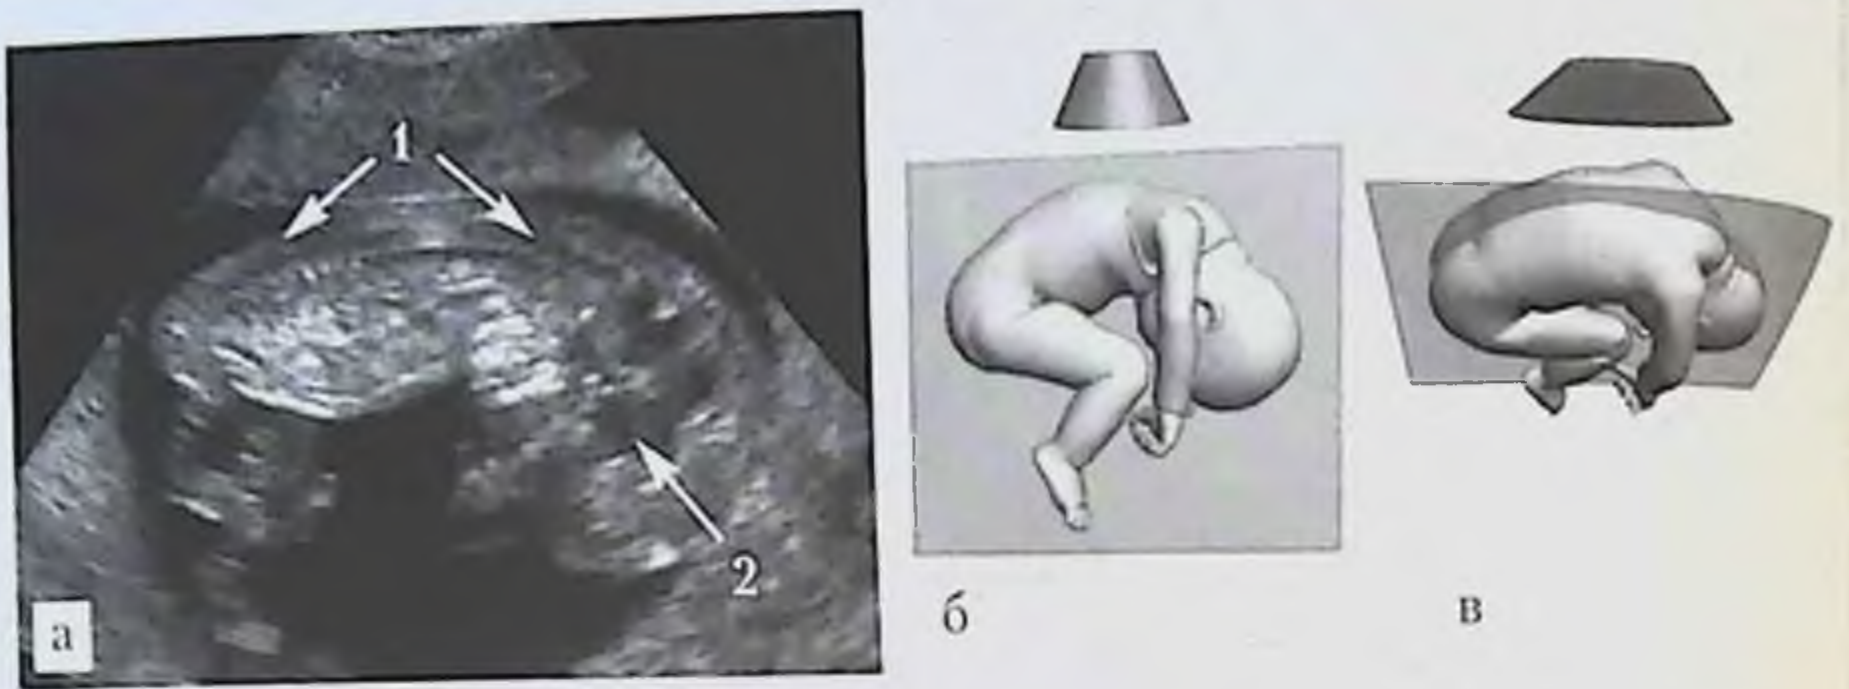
УЗИ головы плода, сагиттальная плоскость: *а* — эхограмма головы плода на сроке гестации 12 нед (трансабдоминальный доступ со стороны метопического шва): 1 — III желудочек, 2 — позвоночник; *б, в* — схемы расположения датчика, головы плода и ориентации плоскости сканирования.
